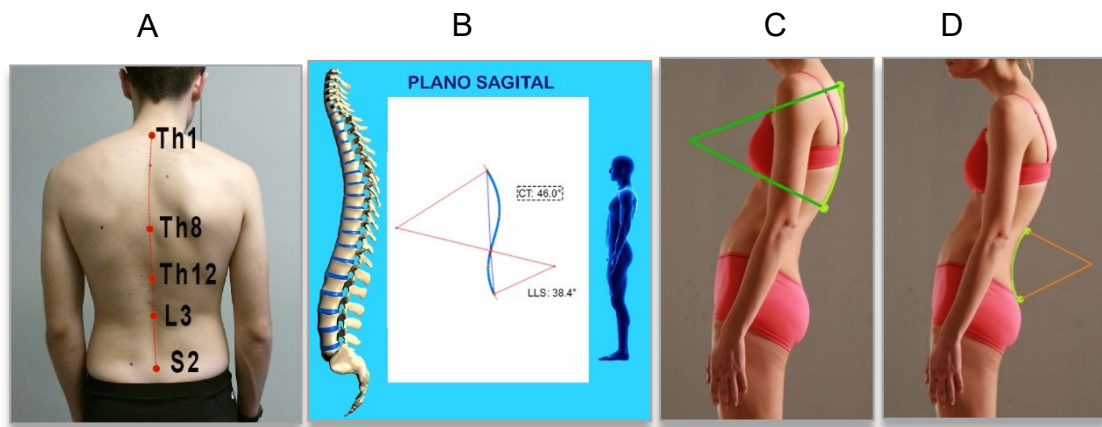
Se muestran los puntos anatómicos de ubicación de los marcadores (A); Cifosis Torácica (CT) y Lordosis Lumbo-Sacra (LLS) (B); imagen del ángulo de CT (C); imagen del ángulo de LLS (D).
